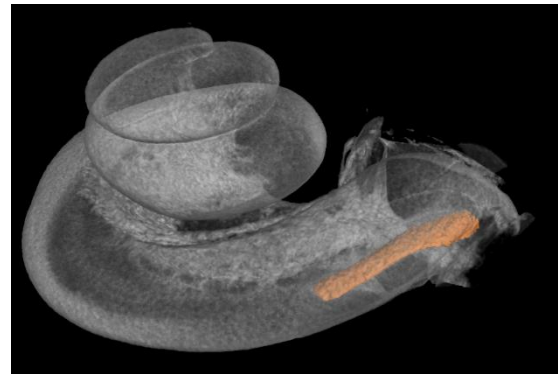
3D-Rekonstruktion aus $\mu\text{-CT}$ -Aufnahmen einer humanen Cochlea, der ein $0,3\text{ mm} \times 3\text{ mm}$ DDS in die Scala tympani implantiert wurde.
